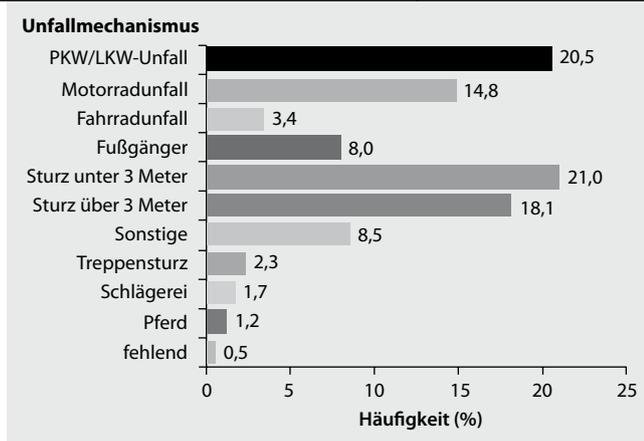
◀ Unfallmechanismus für Patienten mit Indikation zur CTA der supraaortalen Gefäße. (Aus [15])
